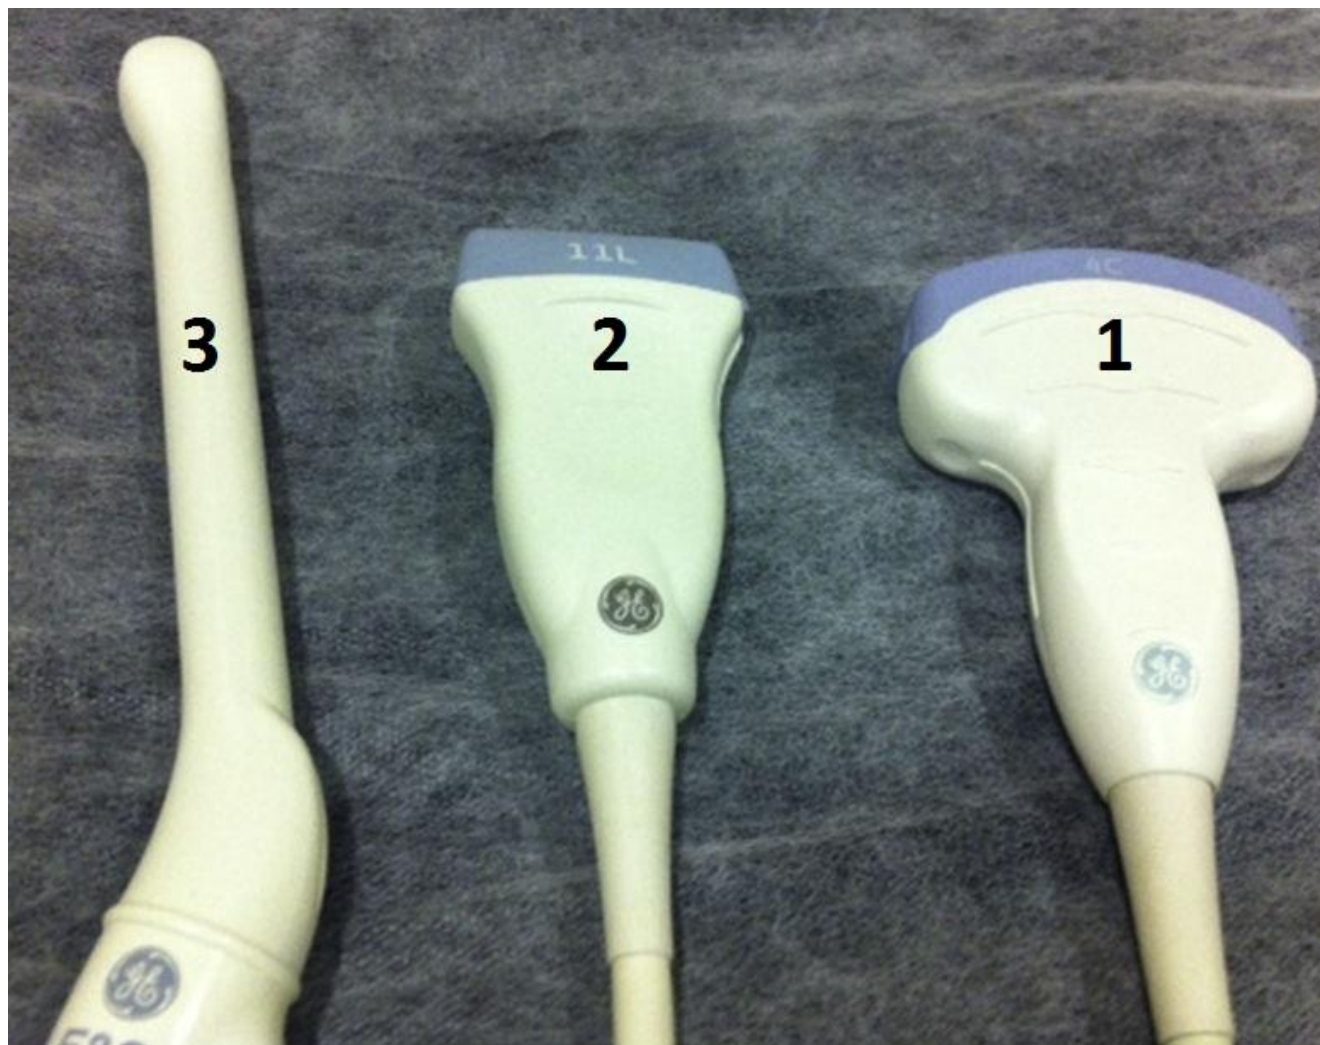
Sondes utilisées au cours de l'examen échographique
